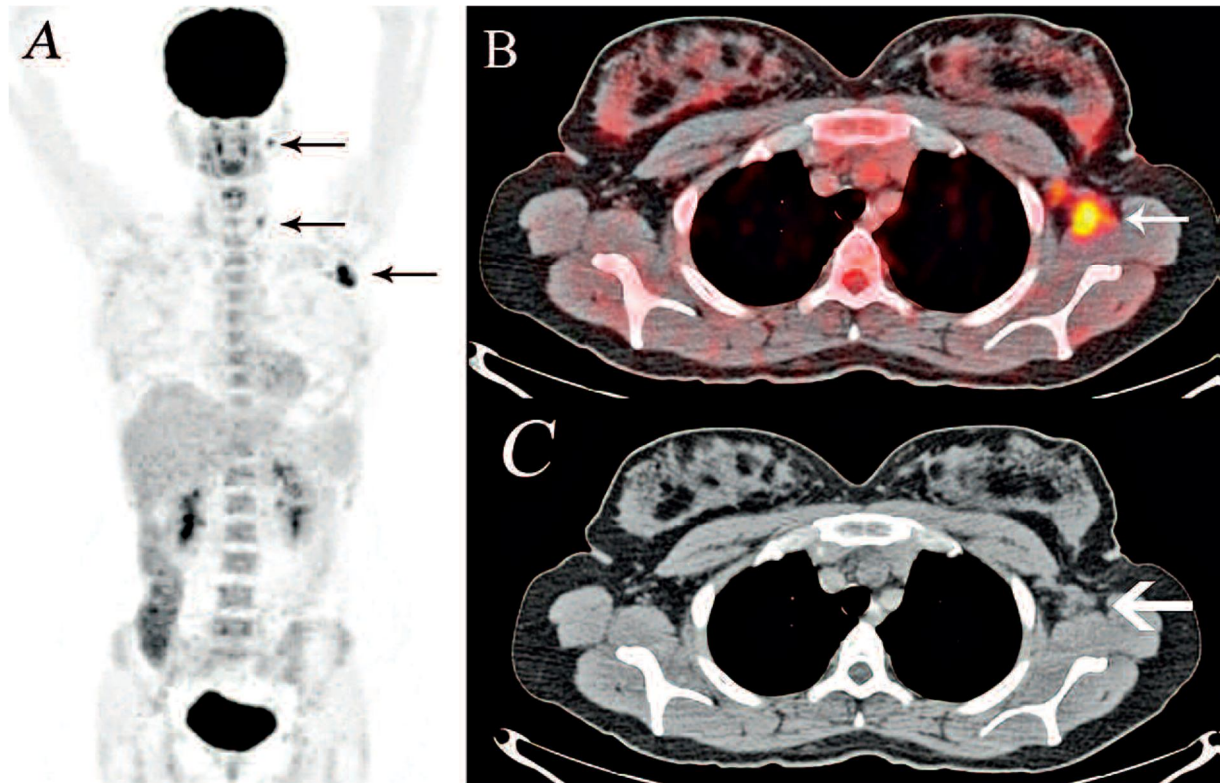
Images de TEP scan montrant l'augmentation de consommation de ^{18}F -FDG au niveau des chaînes lymphatiques cervicales et axillaires gauches (flèches).
